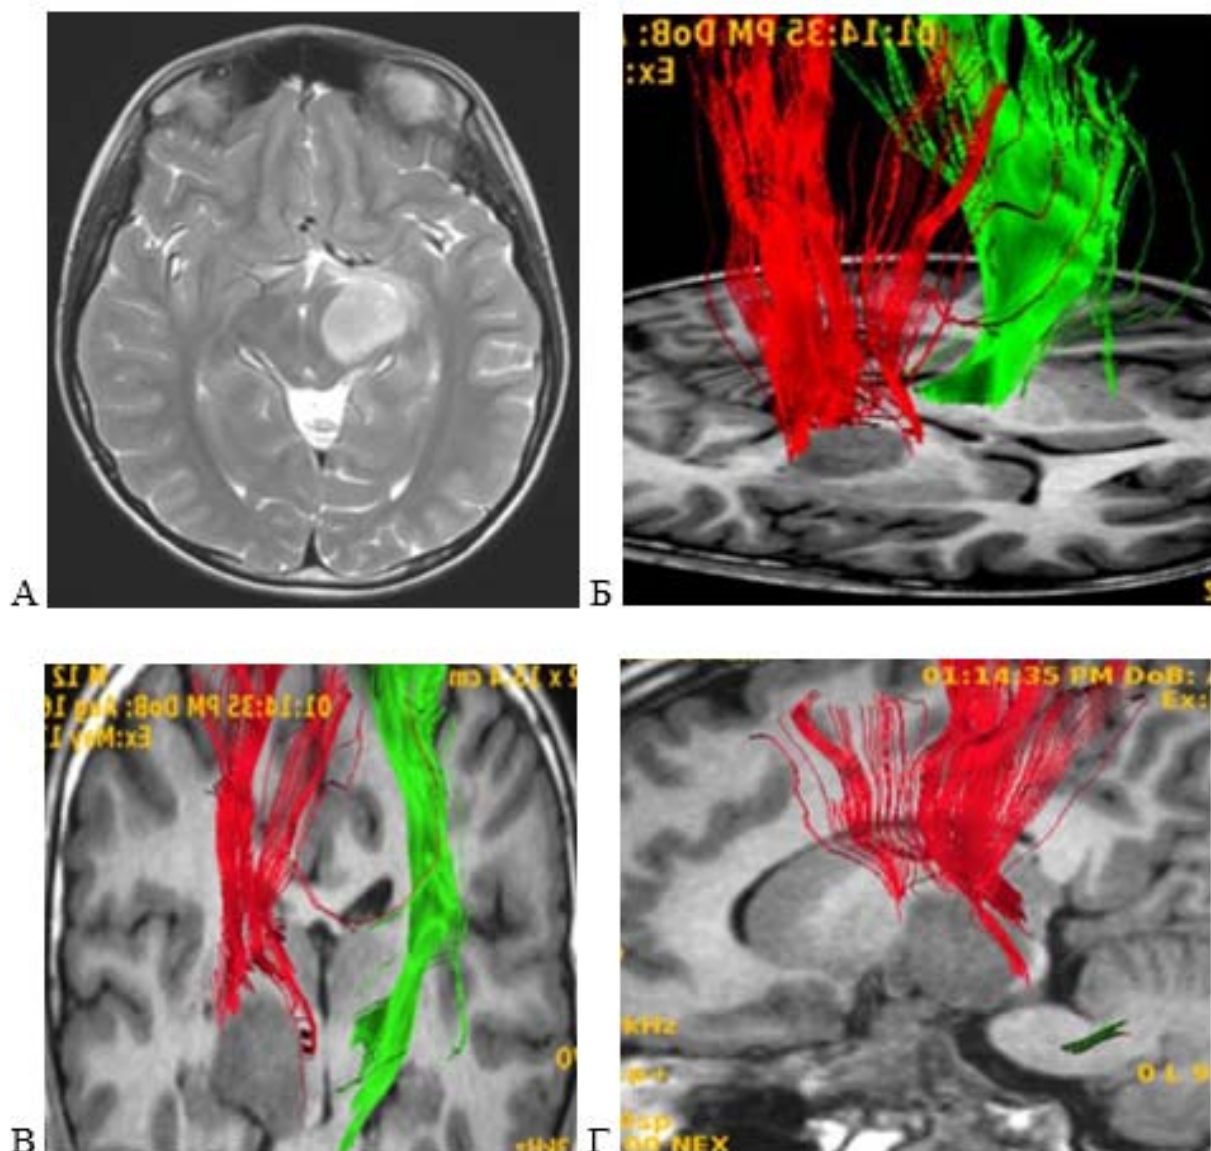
Пилоидная астроцитома, WHO grade 1, передних отделов зрительного тракта слева. А – МРТ головного мозга, T2-последовательность в аксиальной проекции; Б,В,Г – МР-трактография, T1-последовательность в аксиальной(б), коронарной(в) и сагиттальной (г) проекции, 3D реконструкция. КСТ (красный и зеленый цвет) смещен медиально и кзади относительно опухоли
